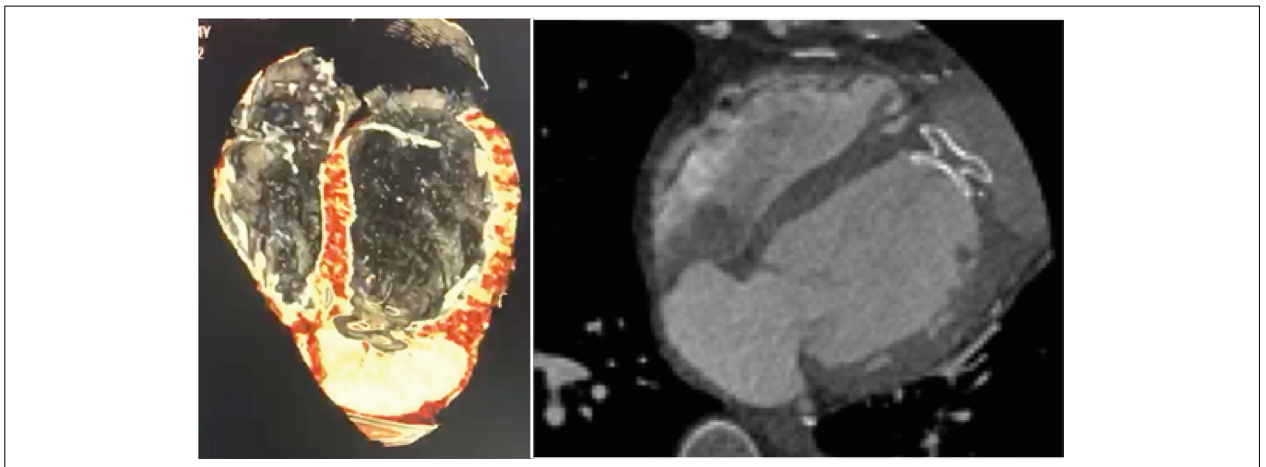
Tomografia computadorizada evidenciando correção do pseudoaneurisma com prótese Amplatzer™.
